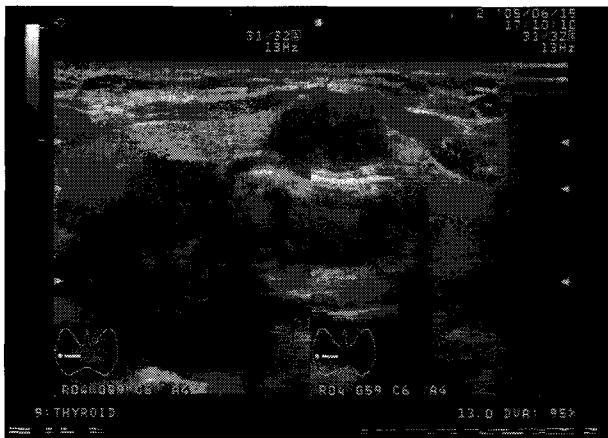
Thyroid ultrasonogram showing a hypoechoic lesion (approximately 3cm size in diameter) in the right thyroid lobe and a round hypoechoic lesion (approximately 1cm size in diameter) in the isthmus.
